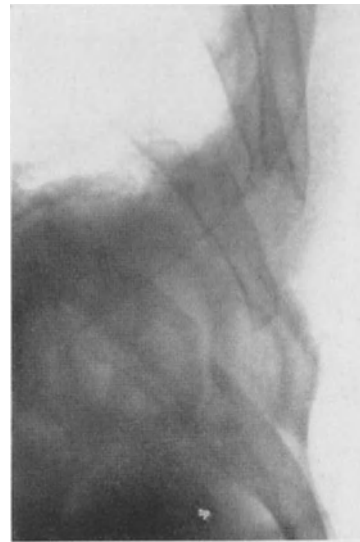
Zugehöriges Röntgenbild.
